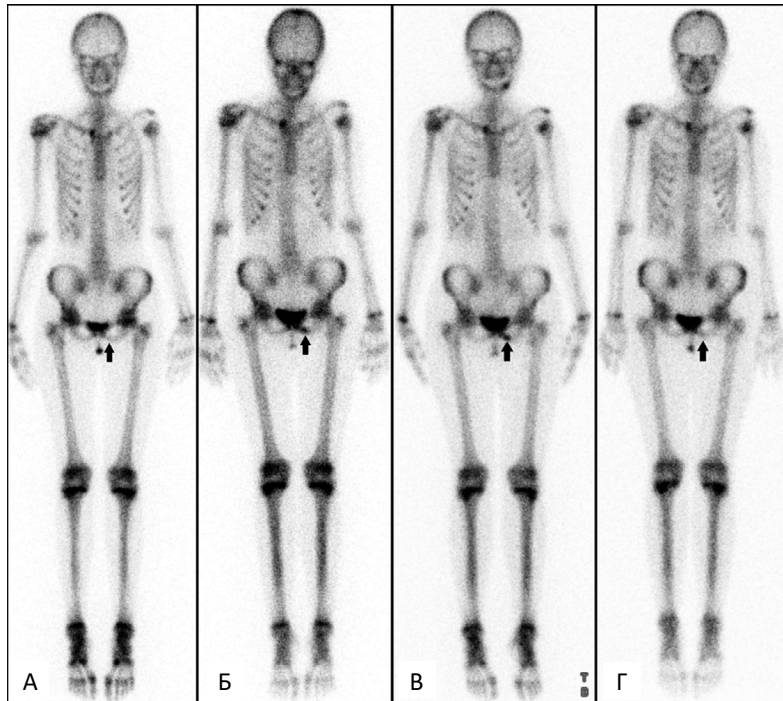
Остеосцинтиграммы в передней проекции. А. 02.02.24 г. — накопление РФП в области интереса в рамках околофоновых значений; Б — 17.07.24 г. — появление очага гипераккумуляции РФП в области нижней ветви левой лонной кости; В — 14.11.24 г. — некоторое увеличение интенсивности накопления РФП; Г — 15.04.25 г. — снижение интенсивности накопления РФП до околофоновых значений
